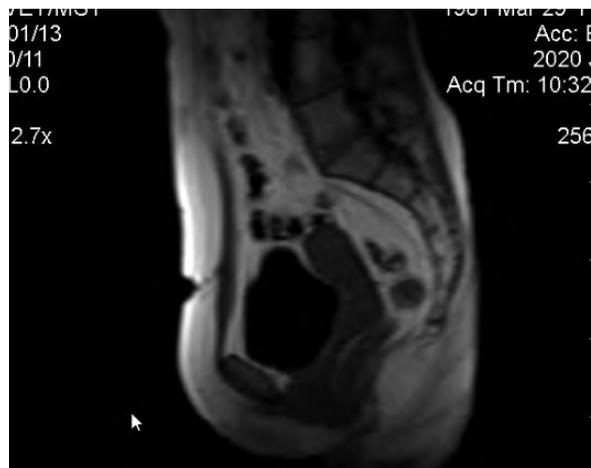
МРТ малого таза. 6 месяцев после операции. Признаков гнойно-воспалительного процесса в зоне операции, рецидива свищей не визуализируется
